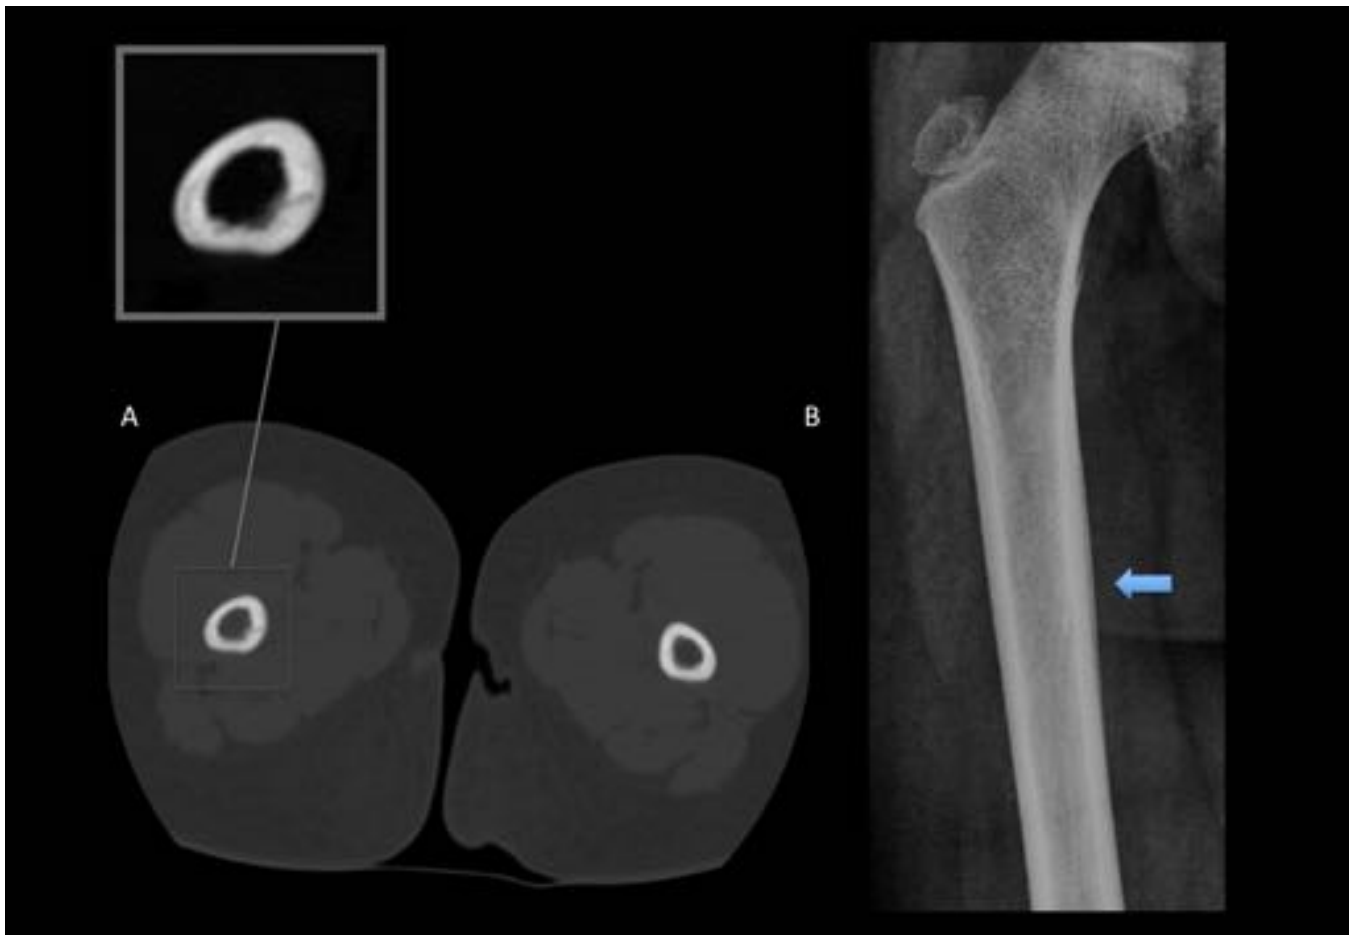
Fractura de estrés. Misma niña de figura 9. A. TC Axial y B. Radiografía simple : Confirmación de la fractura y periostitis (flecha azul)
